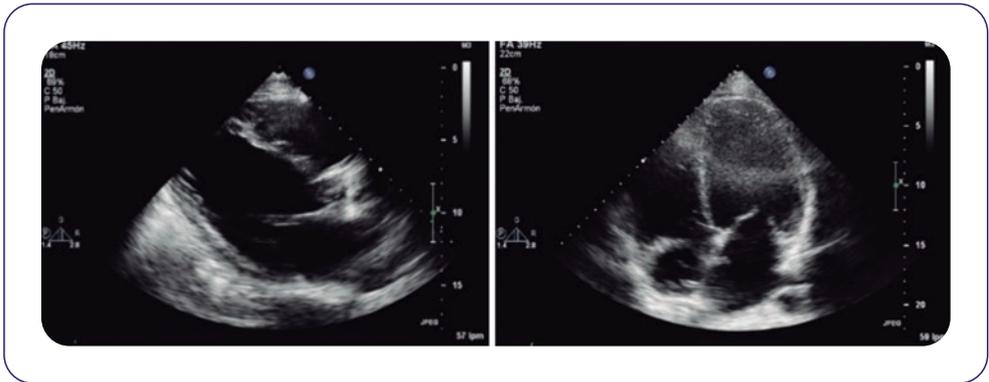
Ecocardiografía transtorácica en los planos paraesternal en el eje largo y de 4 cámaras, en los que se observa una dilatación significativa del ventrículo izquierdo.
